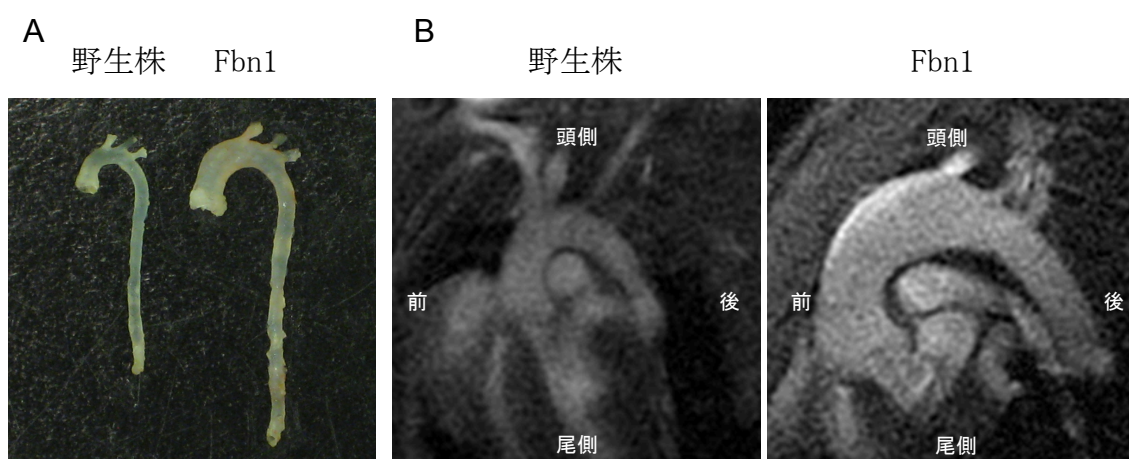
32 週齢の野生株マウスおよび $Fbn1^{C1039G/+}$ マウスの摘出された大動脈と MRI 画像。(A) $Fbn1^{C1039G/+}$ マウスでは大動脈基部から弓部大動脈にかけて大動脈瘤を認める。(B) 野生株マウスおよび $Fbn1^{C1039G/+}$ マウスの Fast spoiled gradient echo 像。 $Fbn1^{C1039G/+}$ マウスでは大動脈基部から弓部大動脈にかけて大動脈瘤を認める。
